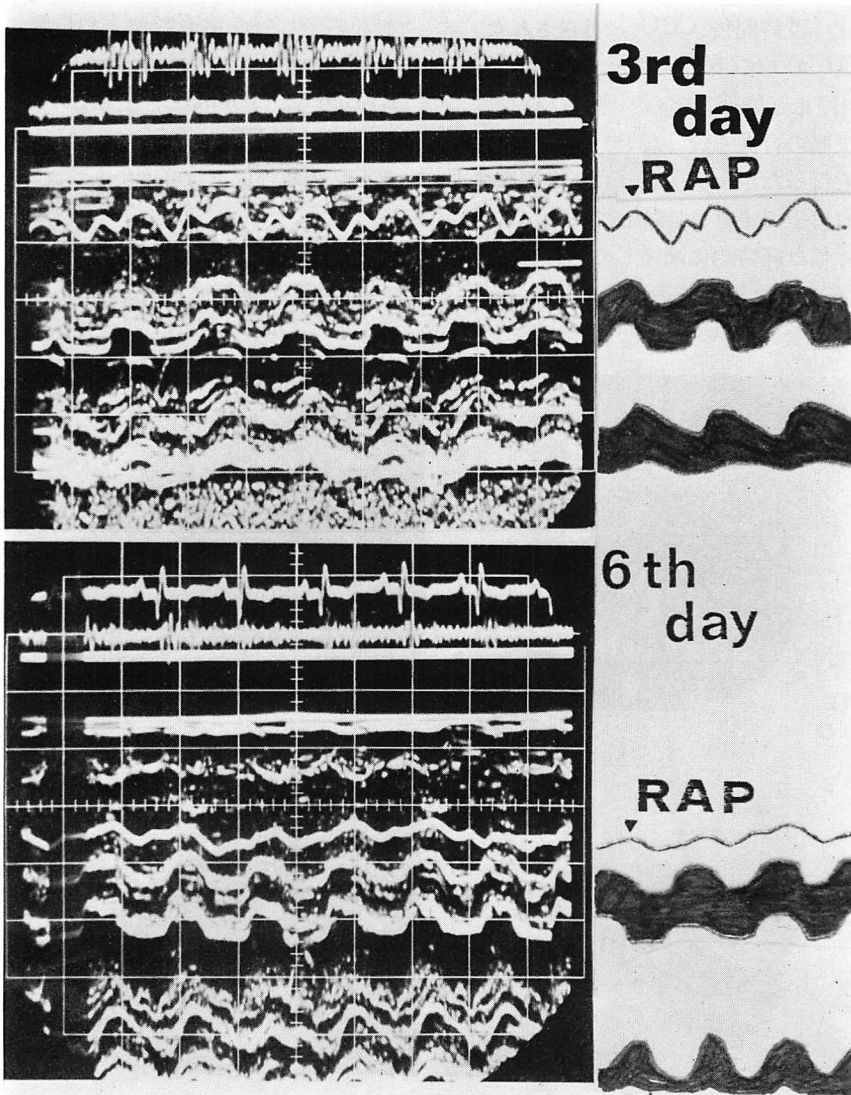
Simultaneous recordings of the echocardiogram and right atrial pressure curve during acute phase in Case 1.
